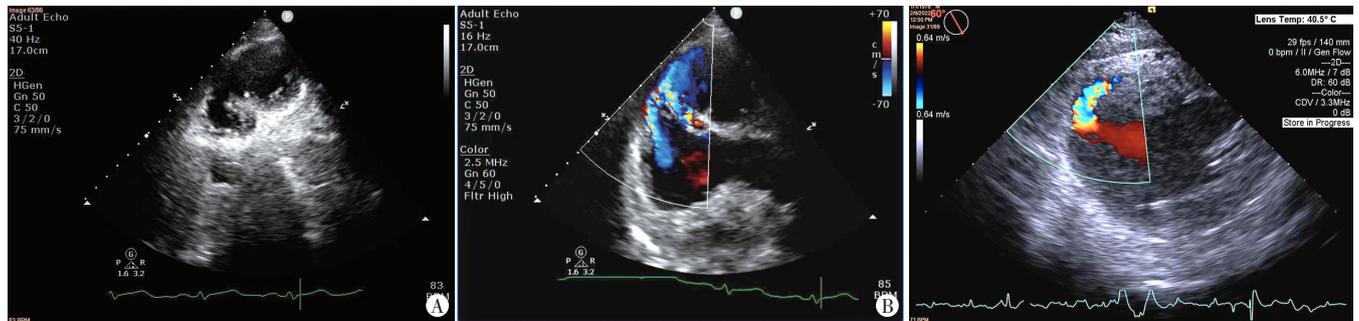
术前经胸超声心动图 A:胸骨旁短轴心尖切面见室壁瘤形成;B:CDFI示心室水平穿隔血流信号及上缘夹层探及血流信号
